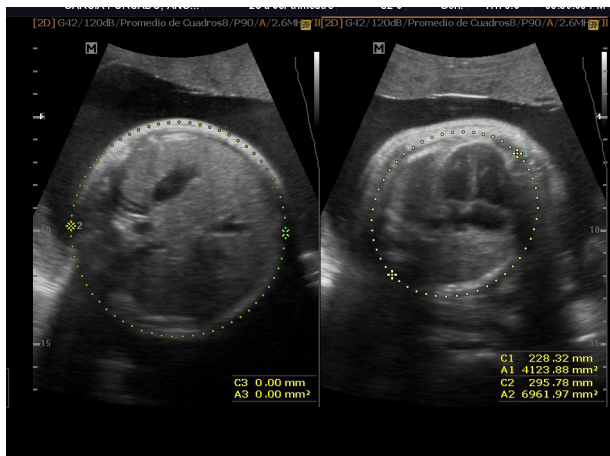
Circunferencia torácica en percentilo 5-10. Relación CT/CA 0.77.
